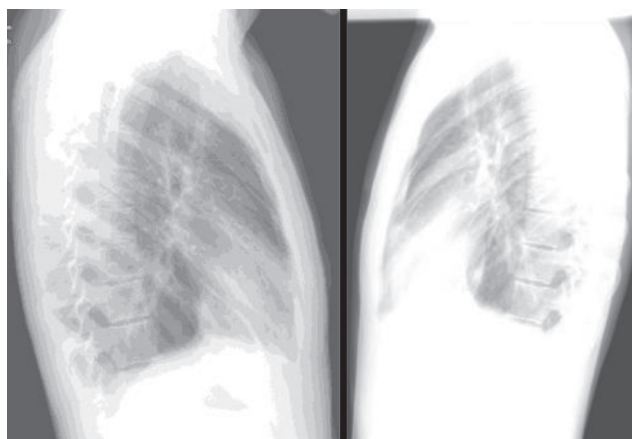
Плевропневмония в нижней доле слева, двухсторонний плеврит, дисковидный ателектаз в язычковых сегментах по результатам рентгенографии
